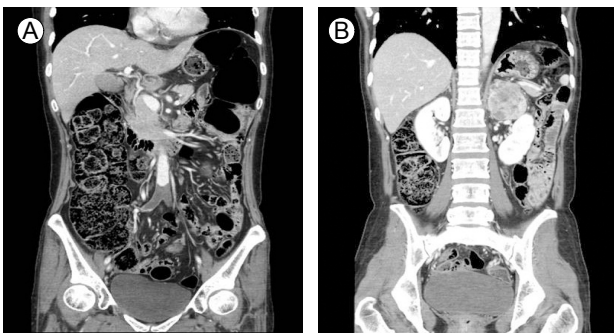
Abdominal pelvic computed tomography scan at our emergency center. (A) There is a large irregular and round mass in the left adrenal gland. (B) There is a large thrombus in the iliac artery bifurcation.
